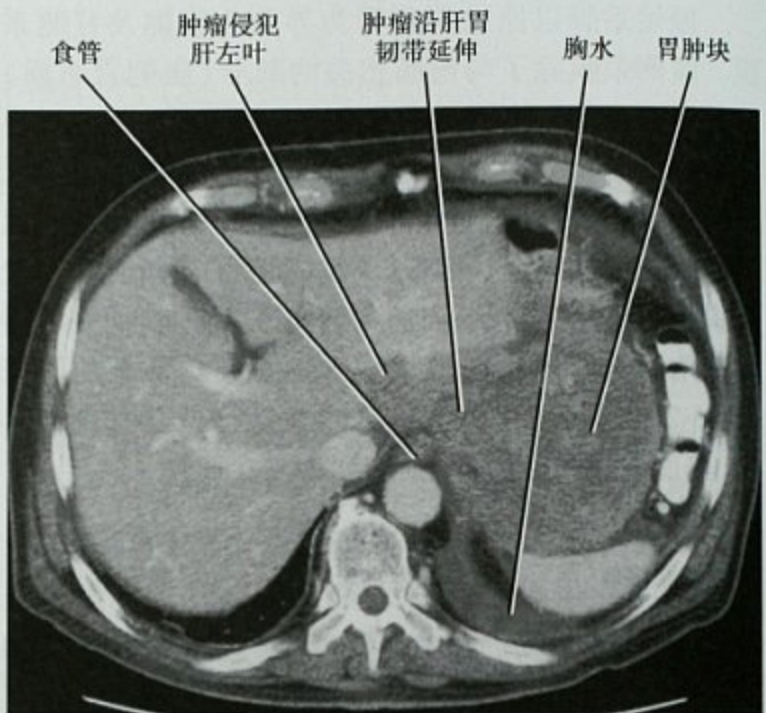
非霍奇金淋巴瘤患者横断位增强 CT 扫描,病变经肝胃韧带从胃延伸至肝左叶
